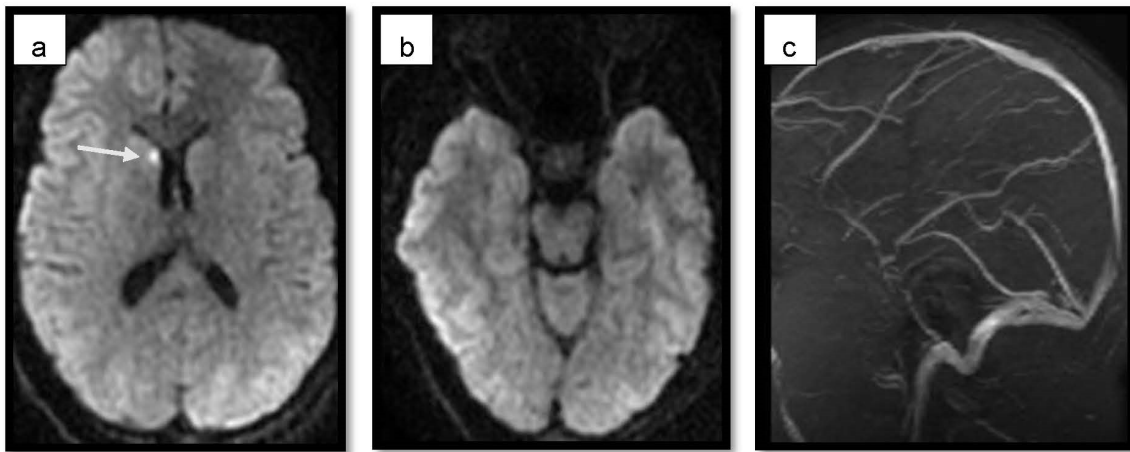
Hypersignal diffusion punctiforme caudé droit (a) sans véritable signification sur séquence angio IRM cérébrale (c) chez une patiente admise pour exploration de trouble tonico-cloniques généralisées.
